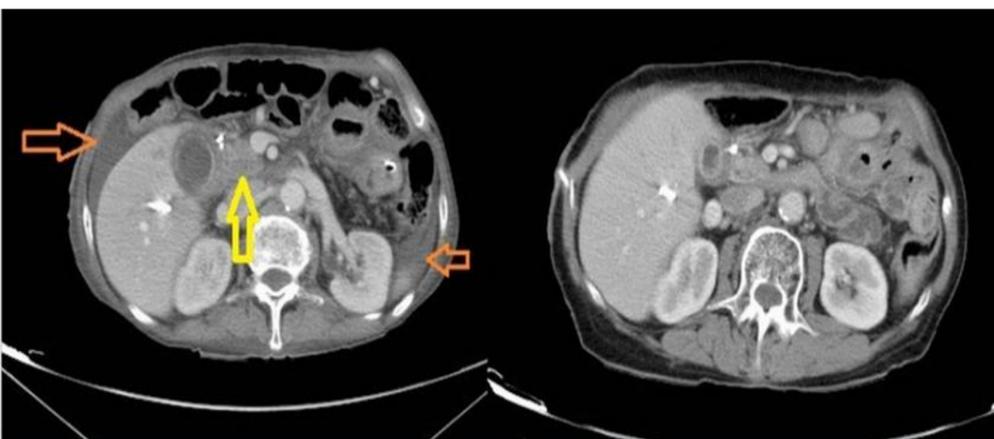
En la primera fotografía se observa un corte del TAC de Noviembre 2018 donde se observa una masa en cabeza de páncreas de 27 mm (flecha amarilla) y líquido libre perihepático y periesplénico en relación con carcinomatosis peritoneal (flecha naranja). La segunda fotografía corresponde al TAC de Marzo 2019 donde hay una resolución de la masa en páncreas, sin presencia de líquido libre abdominal, sin signos de carcinomatosis de peritoneal.
